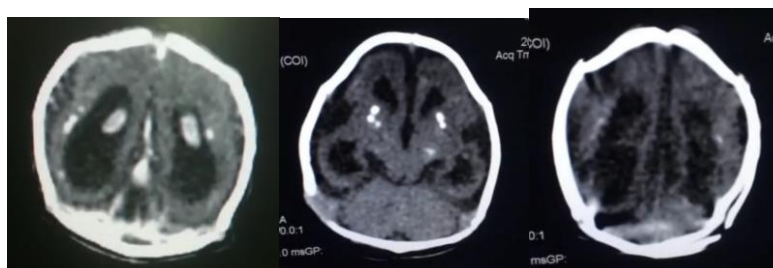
Imágenes de Tomografía axial Computarizada cerebral.
